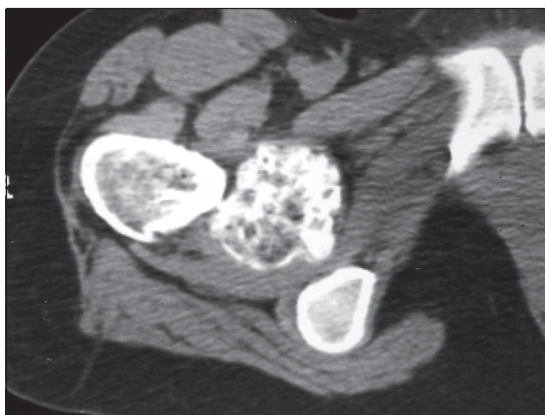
Corte de TC a través de la base del cuello femoral e isquión derechos.
